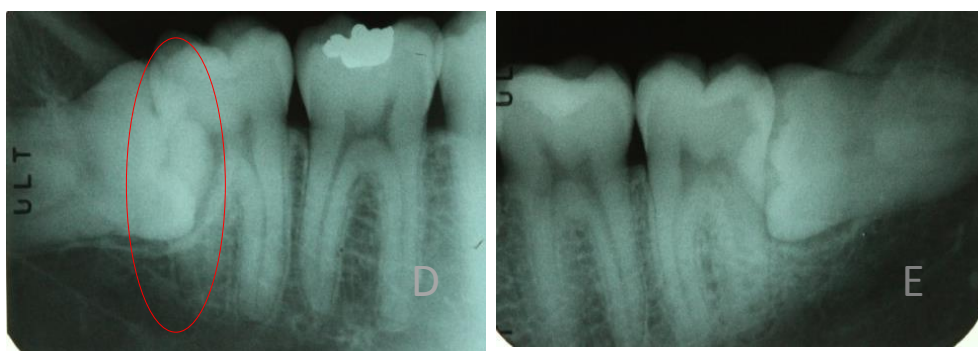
b. Radiografia Periapical inicial da região do 48 e 38
